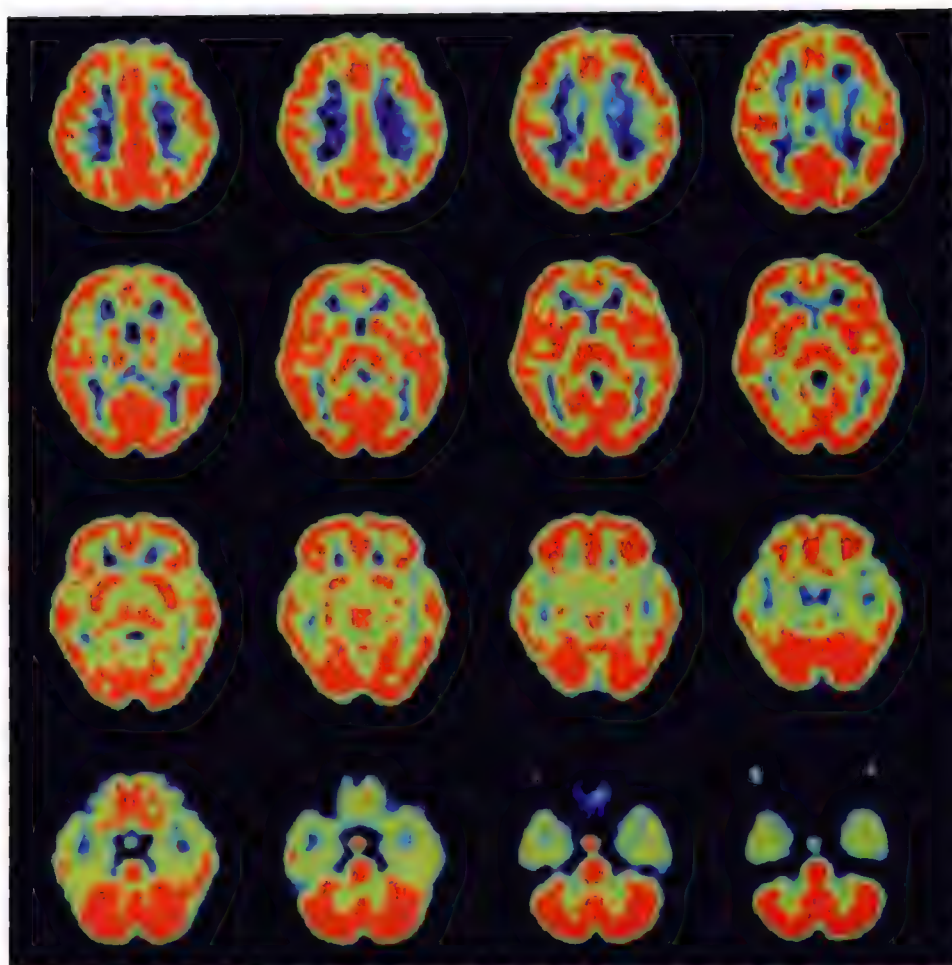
正常 ^{18}F -FDG PET 脑代谢显像图
